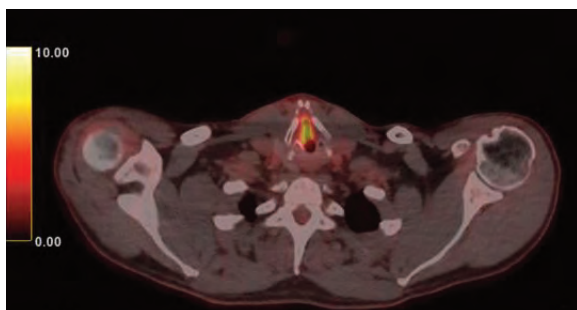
imagen de corte axial cervical de PET-TC al diagnóstico donde se observa captación laríngea de SUVmax hasta 7,65.
